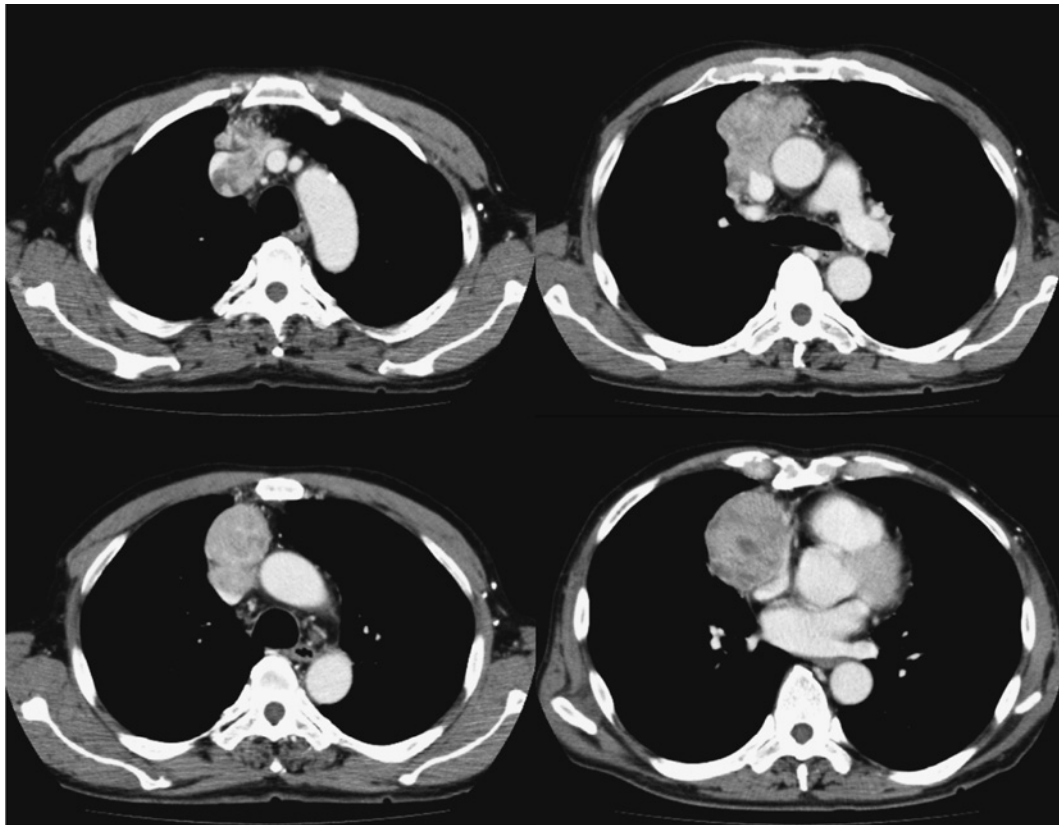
A chest CT scan showed a mass in the anterior mediastinum that was suspected to have invaded the superior vena cava.
